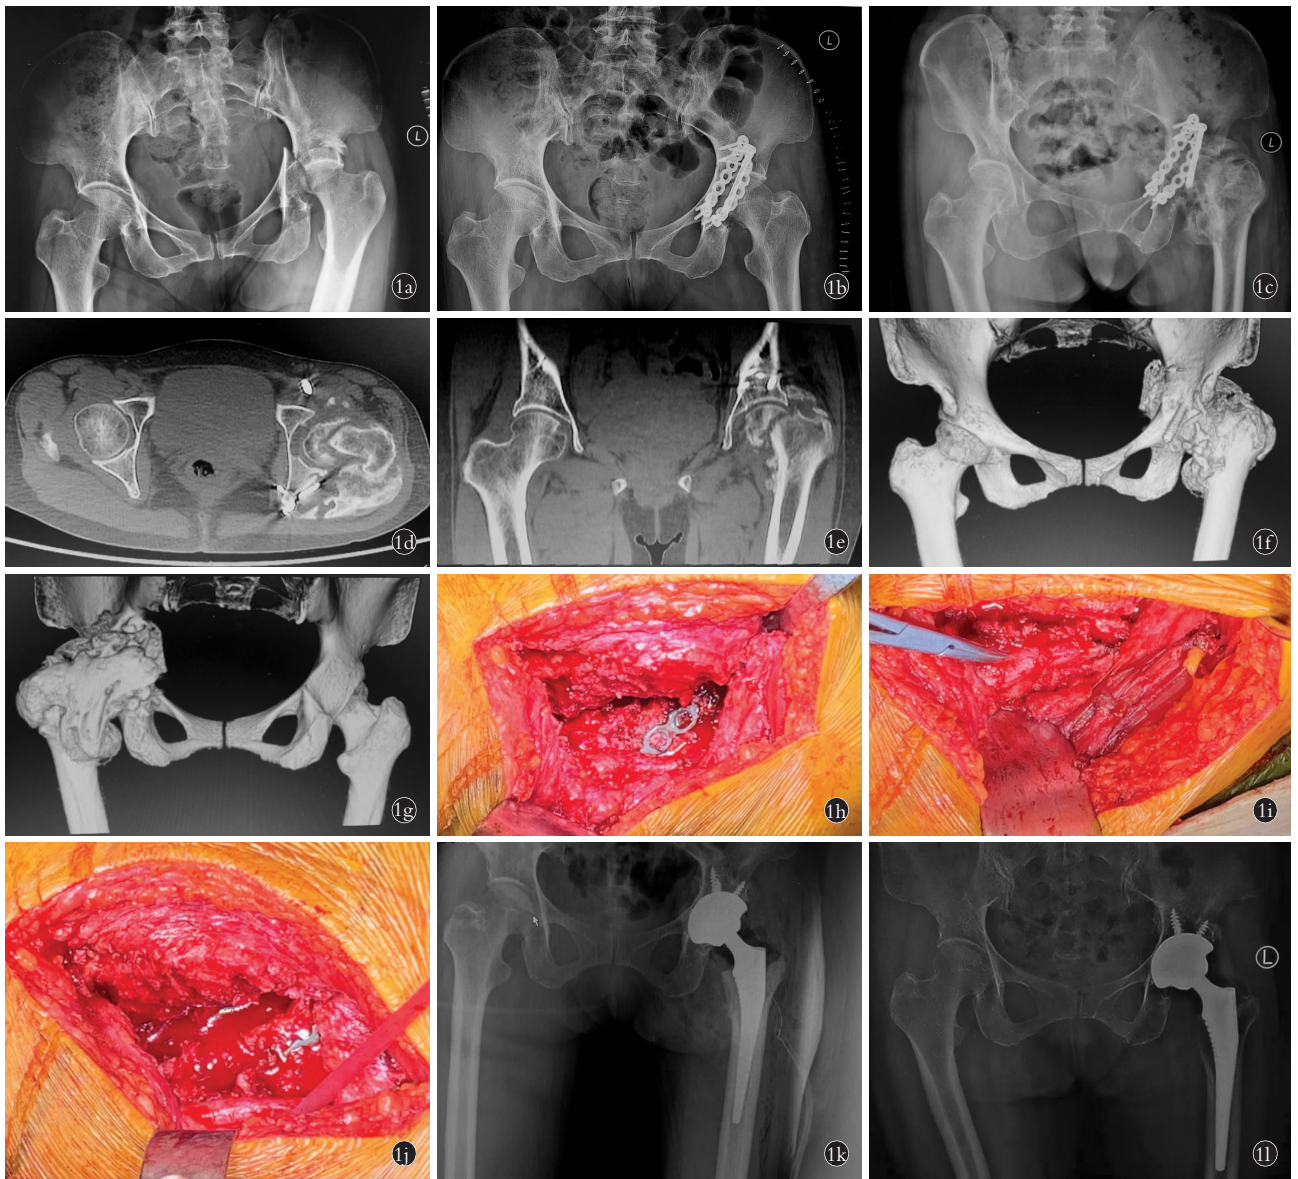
患者,女,53 岁,左髋臼骨折内固定术后异位骨化并股骨头坏死 1a. 初次入院髋关节正位 X 线片示左髋臼骨折并脱位,股骨头、颈未见骨折 1b. 初次入院行左髋部骨折切开复位内固定术后 1 周正位 X 线片 1c. 初次内固定术后 5 个月髋关节正位 X 线片示左侧股骨头坏死,异位骨化从髂骨到股骨外侧颈、小转子均桥接 1d, 1e, 1f, 1g. 术前 2 d CT 示髋关节后外侧大量异位骨形成,髋臼骨折未愈合,股骨头坏死并骨折,股骨向外上方移位 1h, 1i, 1j. 术中所见大量增生异位骨和游离出的坐骨神经 1k. 术后 1 d 髋关节正位 X 线片示异位骨完全清除,假体位置良好 1l. 术后 5 个月髋关节正位 X 线片示假体位置良好
